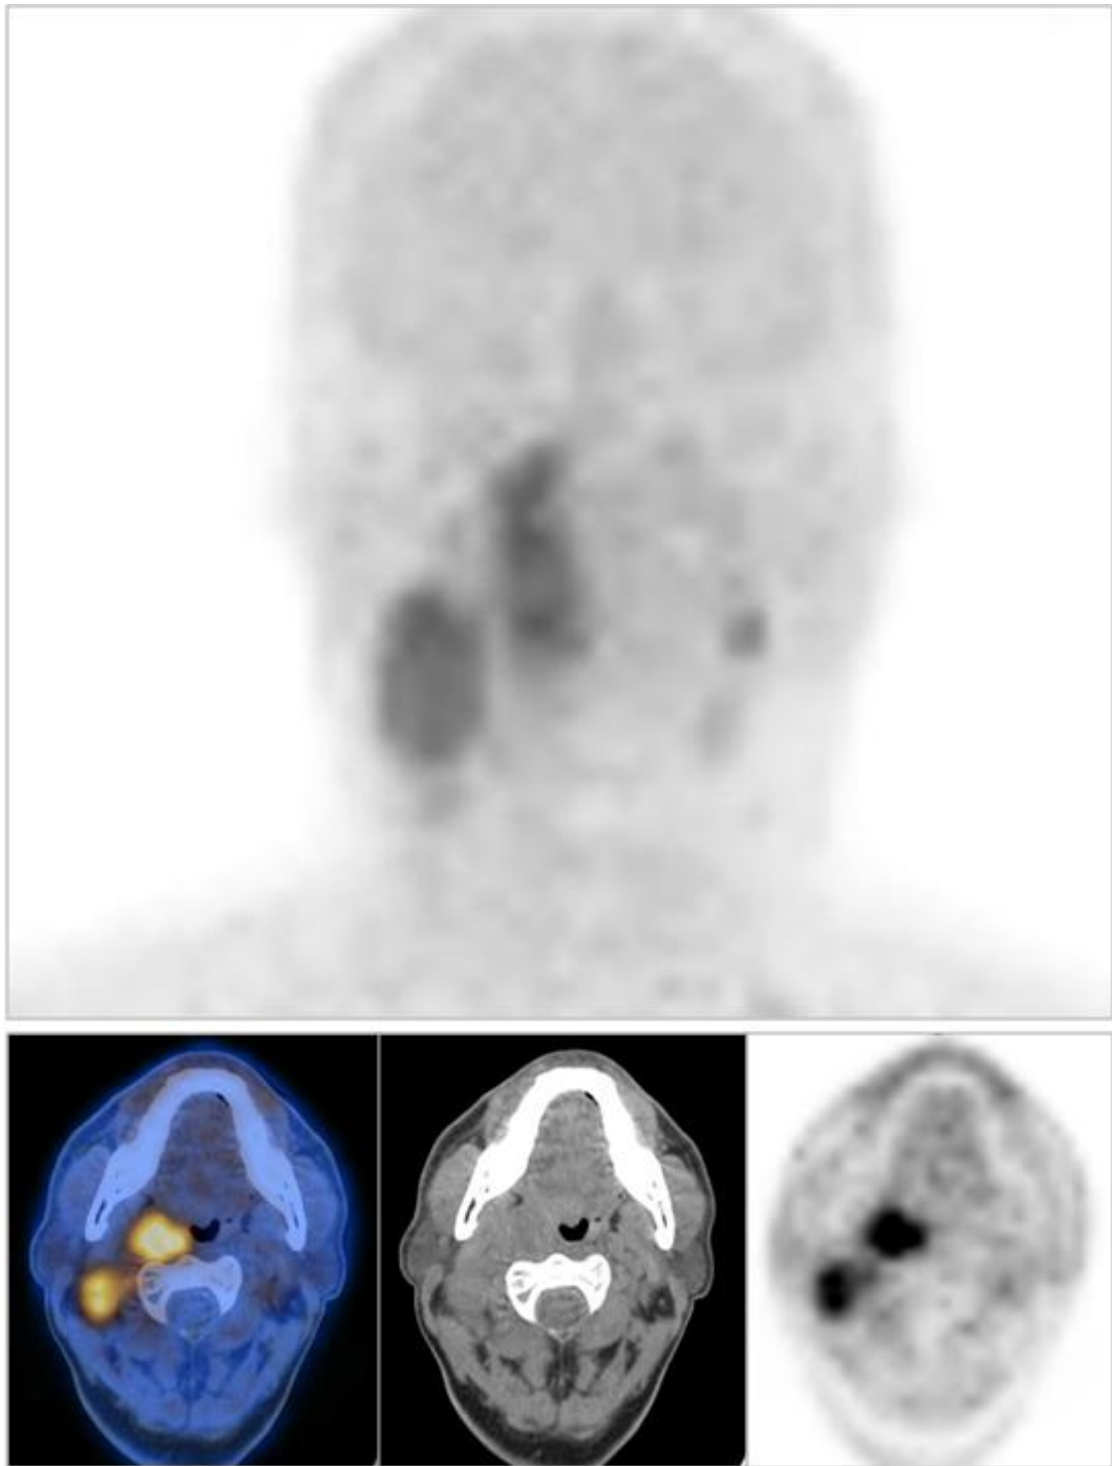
Esempio di un paziente con tumore del testa-collo avanzato studiato con ^{64}Cu -ATSM PET/CT prima della chemio/radioterapia combinata: nelle immagini sopra troviamo il MIP (maximum intensity projection) e le immagini assiali all'altezza della lesione tonsillare destra e delle adenopatie laterocervicali omolaterali visualizzate in ordine da destra a sinistra come: ^{64}Cu -ATSM PET, TC di localizzazione e immagini fuse PET/TC. Il paziente ha presentato malattia residua alla rivalutazione di fine trattamento.
